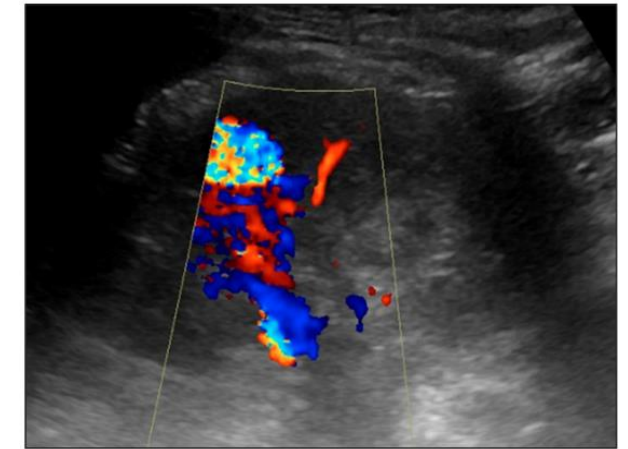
Vasos sanguíneos tortuosos y dilatados en el polo superior del riñón izquierdo con flujo arterializado pulsátil en la vena de drenaje segmentaria. En la corteza renal adyacente, se observa una estructura redondeada conectada con flujo altamente turbulento. Los hallazgos de la ecografía Doppler color sugieren una comunicación arteriovenosa renal anómala.³
